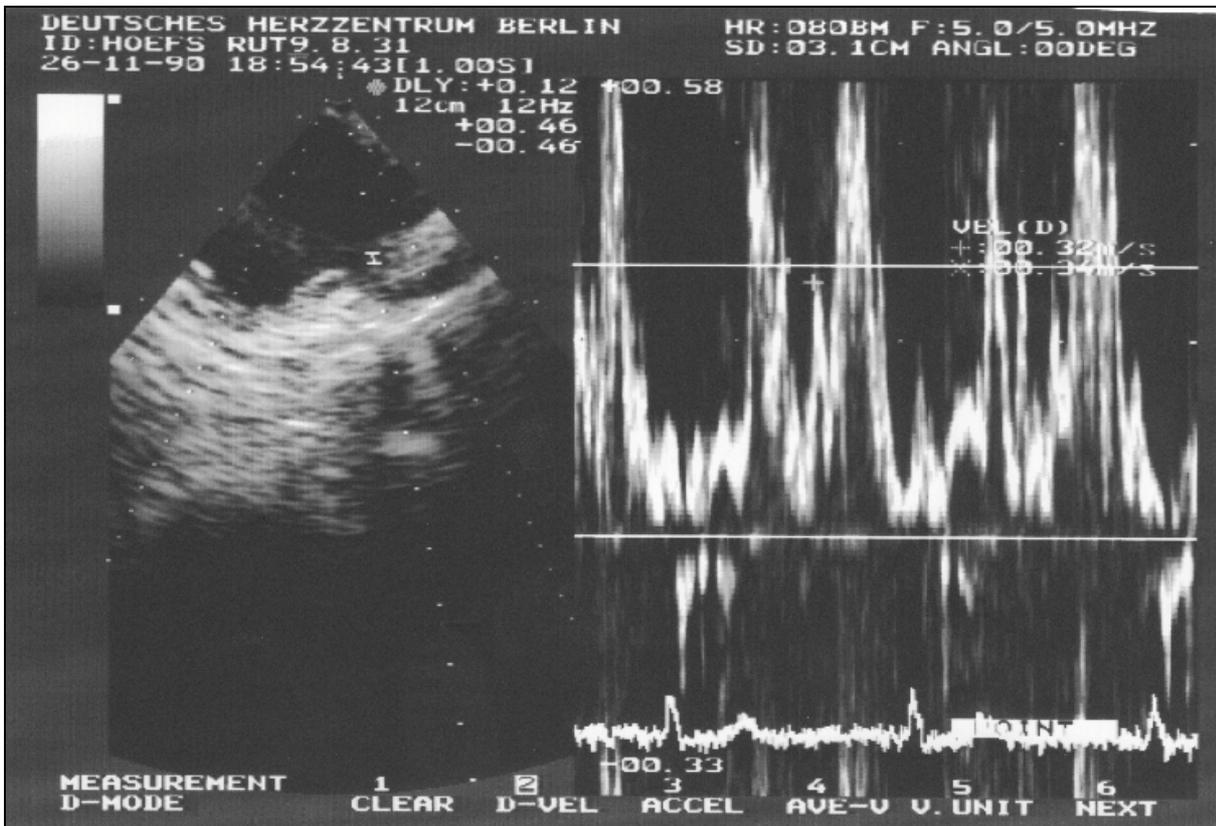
Photo von der Vermessung des Pulmonalvenenflusses. Der Doppler befindet sich über einer Pulmonalvene. Es werden die SE-, die SL- und die Z-Welle vermessen. In diesem Beispiel war nur eine SE- und eine SL-Welle zu vermessen.
